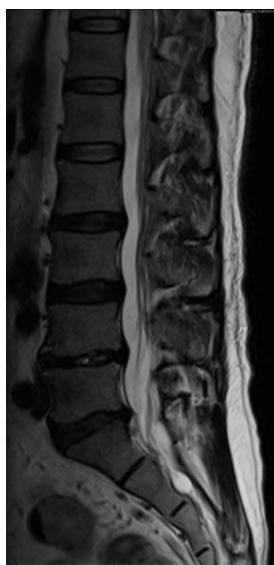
RM en T2 de columna lumbar en corte sagital con protrusión de disco de L5-S1.
